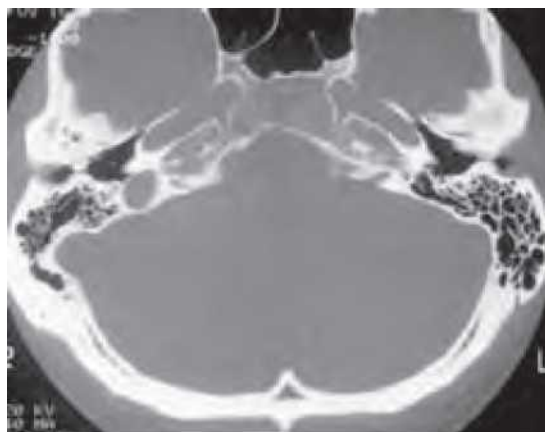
Tomografie computerizată axială de înaltă rezoluție care evidențiază exostoze ale regiunilor anterioară și posterioară ale canalului auditiv extern drept.
